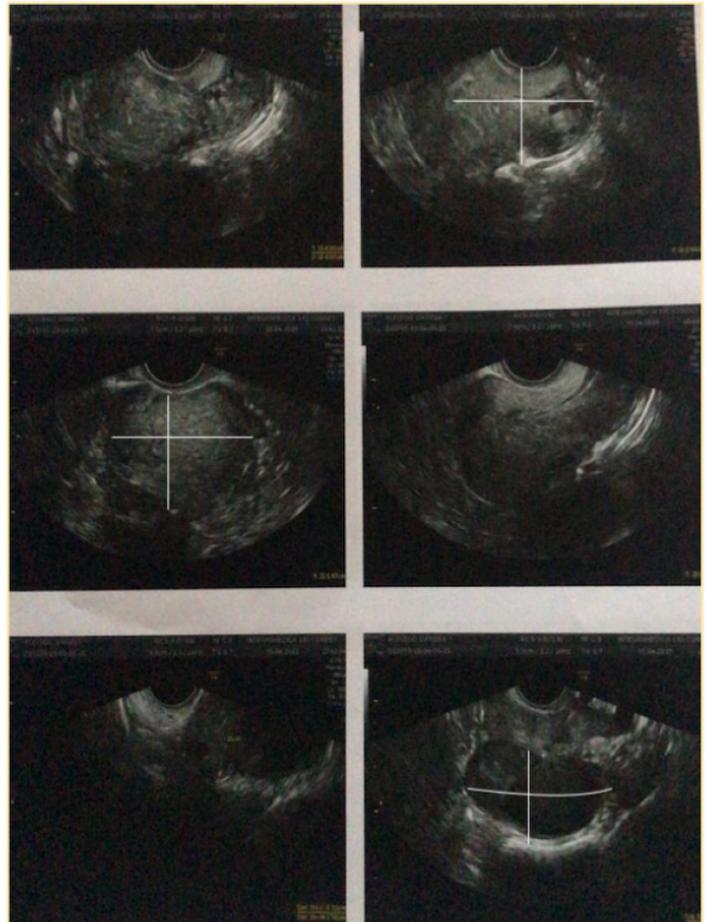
Ecografía transvaginal. Muestra lesión anexial en ovario izquierdo, destacando imagen quística de contenido denso de 55 x 33 mm.
